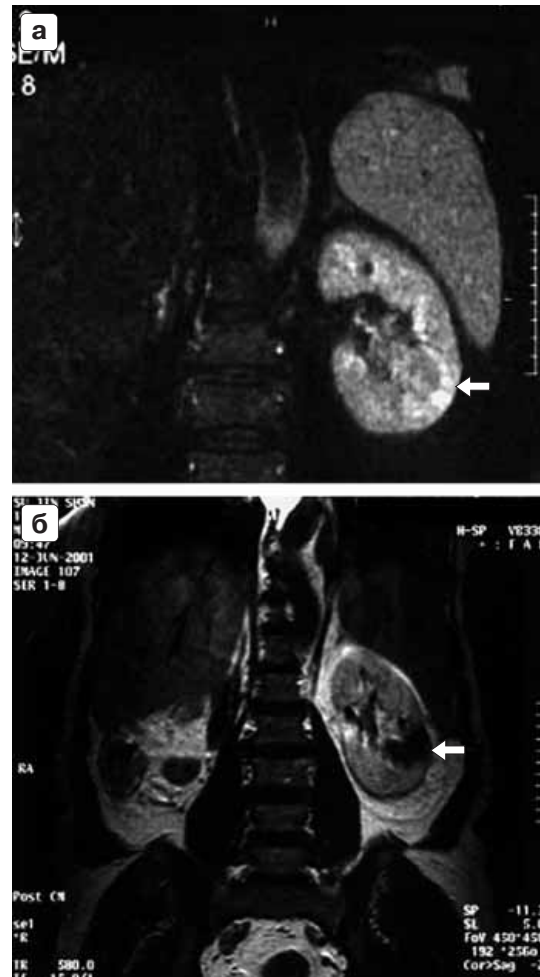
Опухоль почки (стрелка) до (а) и после (через 2 нед) (б) ультразвуковой абляции при КТ. После абляции накопление контрастного препарата в опухолевом узле отсутствует. Рисунок любезно предоставлен профессором Ченом В.Ш. (Медицинский университет г. Чунцин, КНР).
